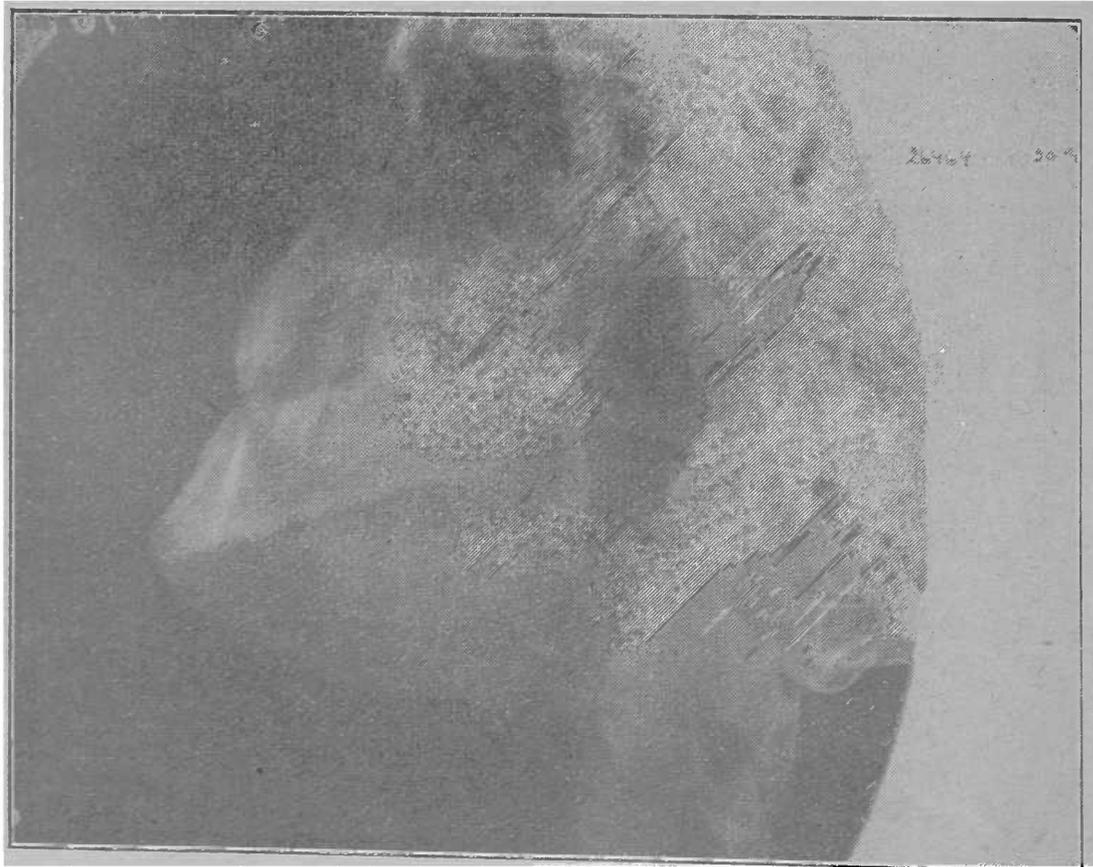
Radiografia da mandíbula, da primeira observação, mostrando as alterações descritas.
